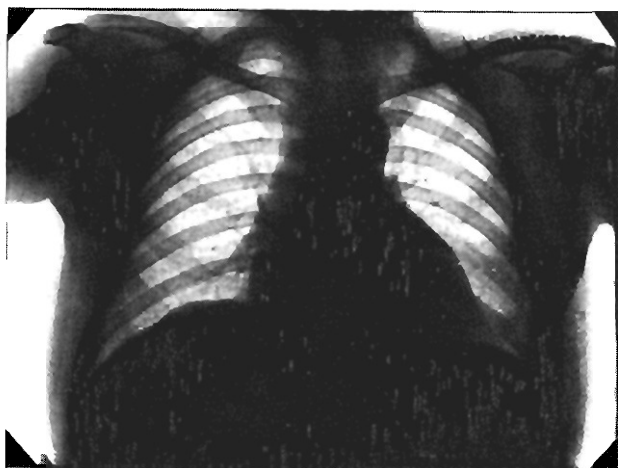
Marcada disminución de la silueta cardíaca y regresión de la reacción pleural, a los 12 días de la radiografía anterior
